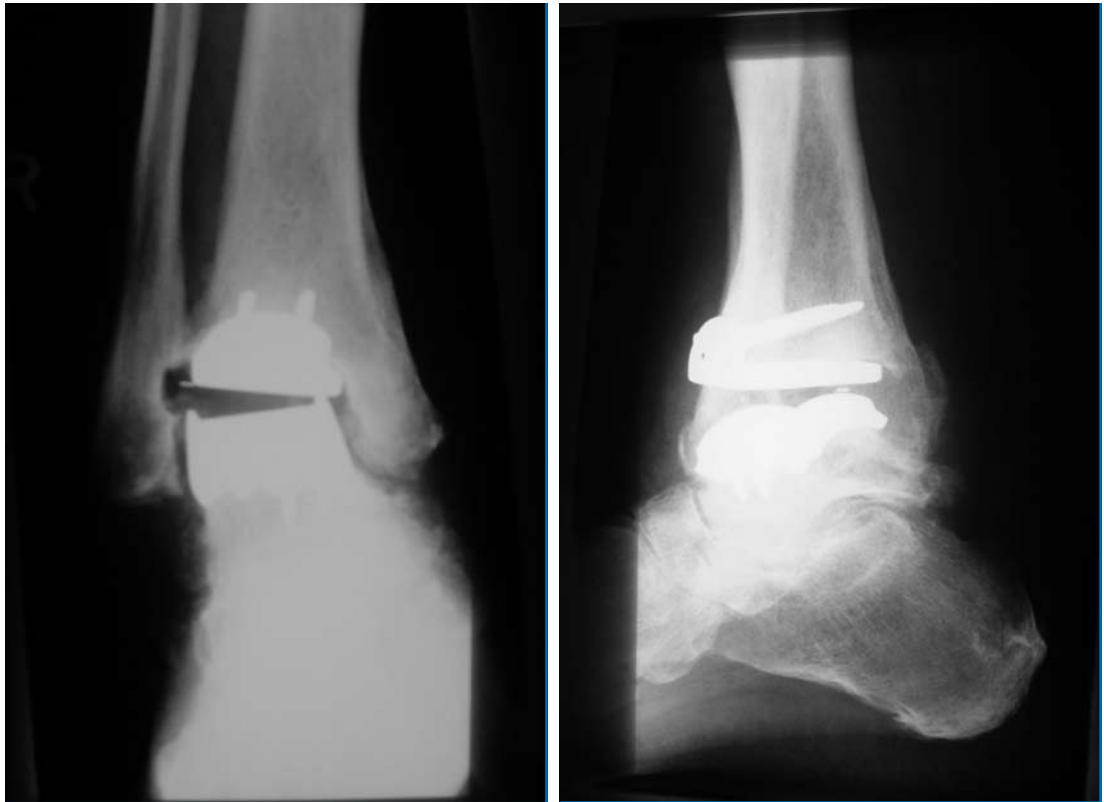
Präoperative Röntgenbilder mit intraartikulärer Varusfehlstellung der Taluskomponente (A; B).
